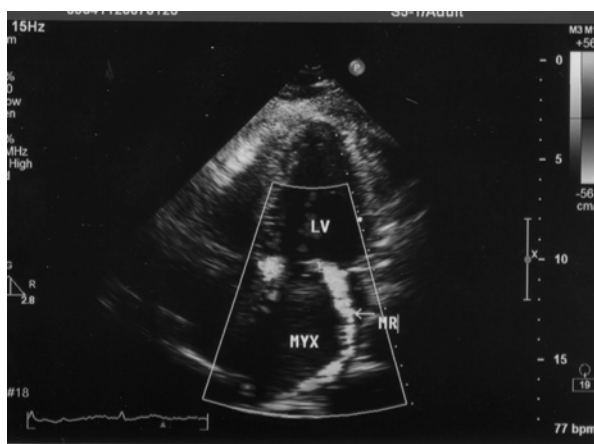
Трансторакальная двухмерная доплерэхокардиограмма больной Е., 49 лет.
